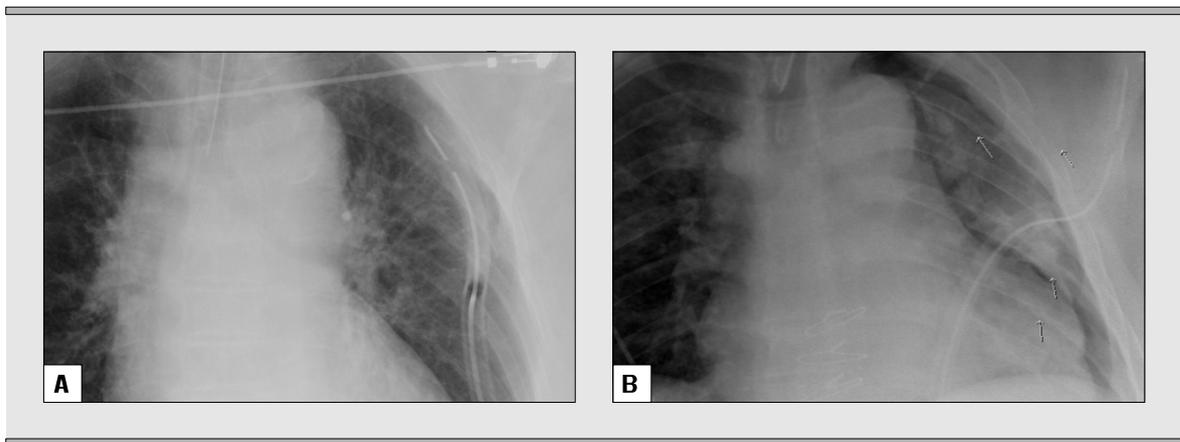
Thorax-Röntgen-Bilder anterior-posterior mit einliegendem Endotrachealtubus und Thoraxdrainage links; A, Suffiziente Lage der Thoraxdrainage in Bülau-Position; B, Fehllage der Thoraxdrainage im axillären Weichteilgewebe.
